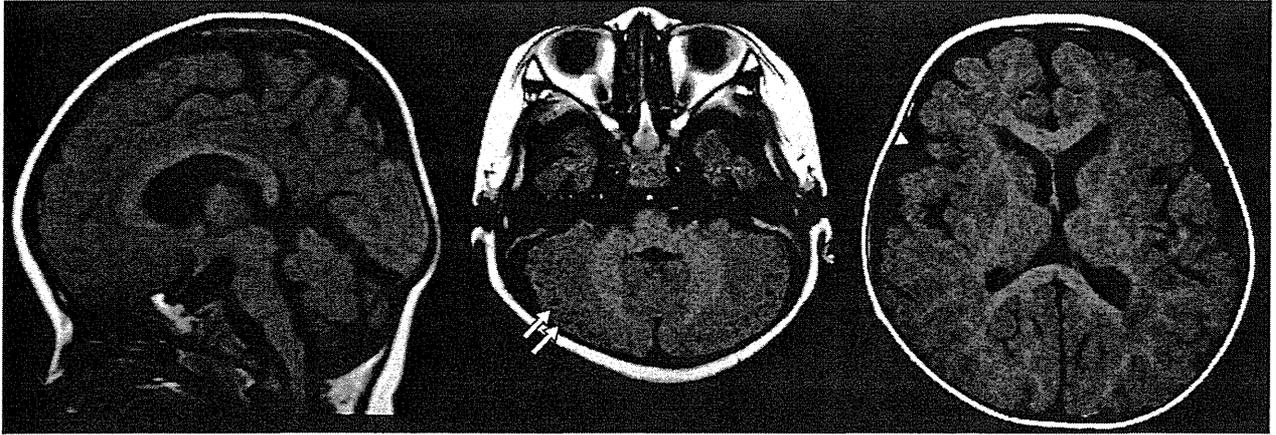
福山型筋ジストロフィー(FCMD)の頭部 MRI(T₁ 強調画像)(0 歳 9 か月, 女兒)
